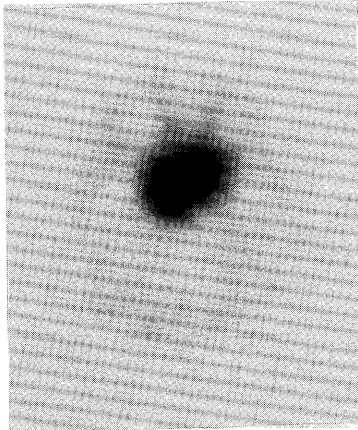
$^{201}\text{Tl}$ -Brain SPECT. High accumulation of  $^{201}\text{Tl}$  to the tumor is noted and corresponded to the enhanced tumor shown on CT.
